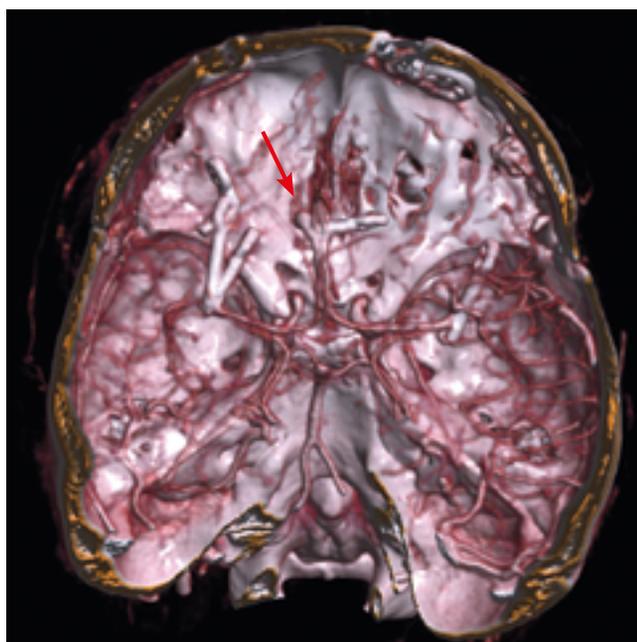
МСКТ головного мозга пациентки М. (ангиограмма). Аневризмы обеих средних мозговых артерий радиально выключены из кровотока, в области дистальных отделов передней мозговой артерии сохраняется небольшая контрастируемая часть аневризмы.
